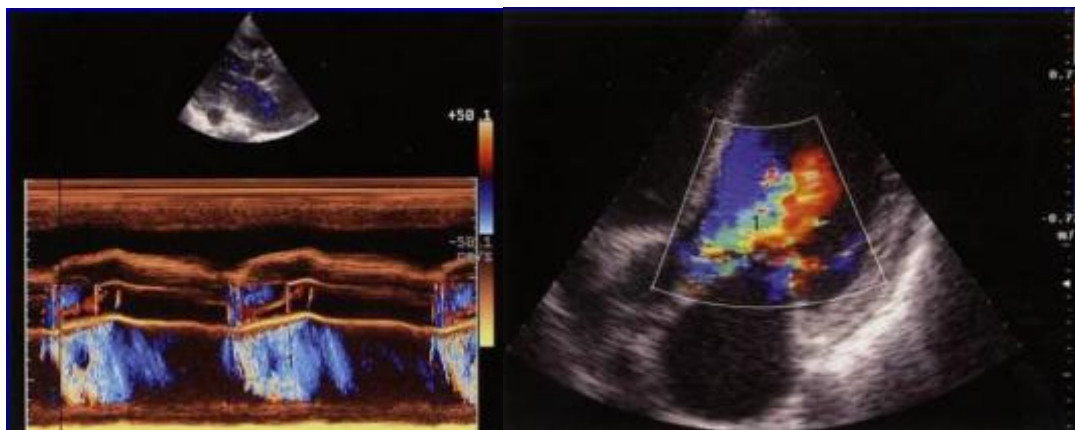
Картинка УЗИ с ЦДК
